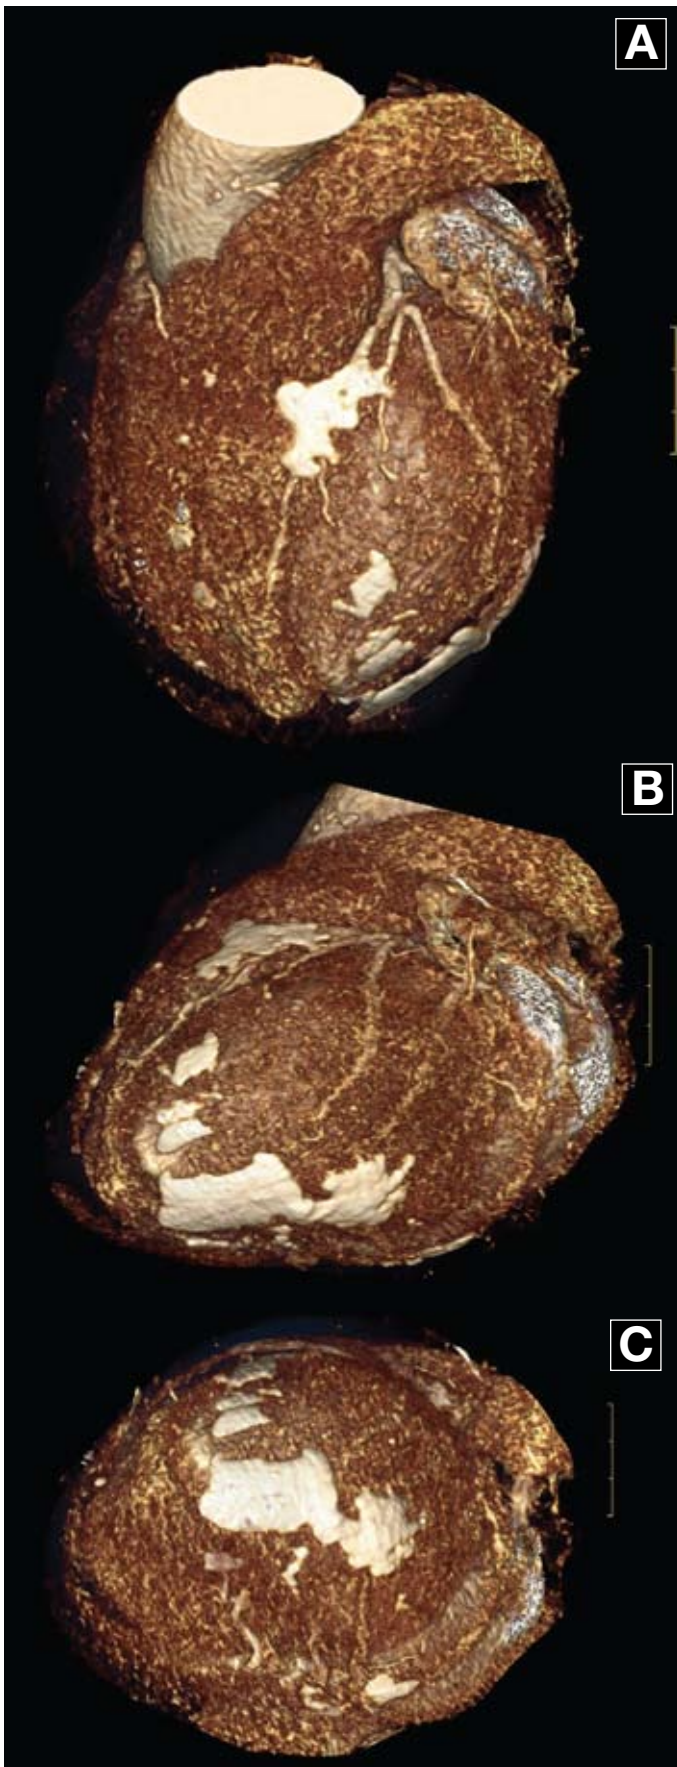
Diferentes proyecciones de tomografía computarizada multicorte preoperatorio que muestran la existencia de múltiples placas de calcificación pericárdica.
